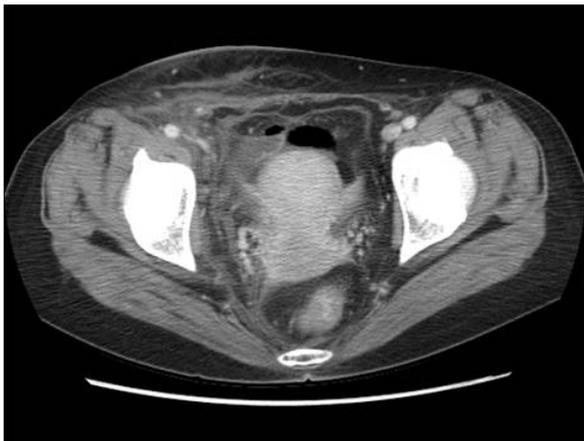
Abdomen CT showed diffuse haziness and soft tissue swelling on right lower abdominal wall.
